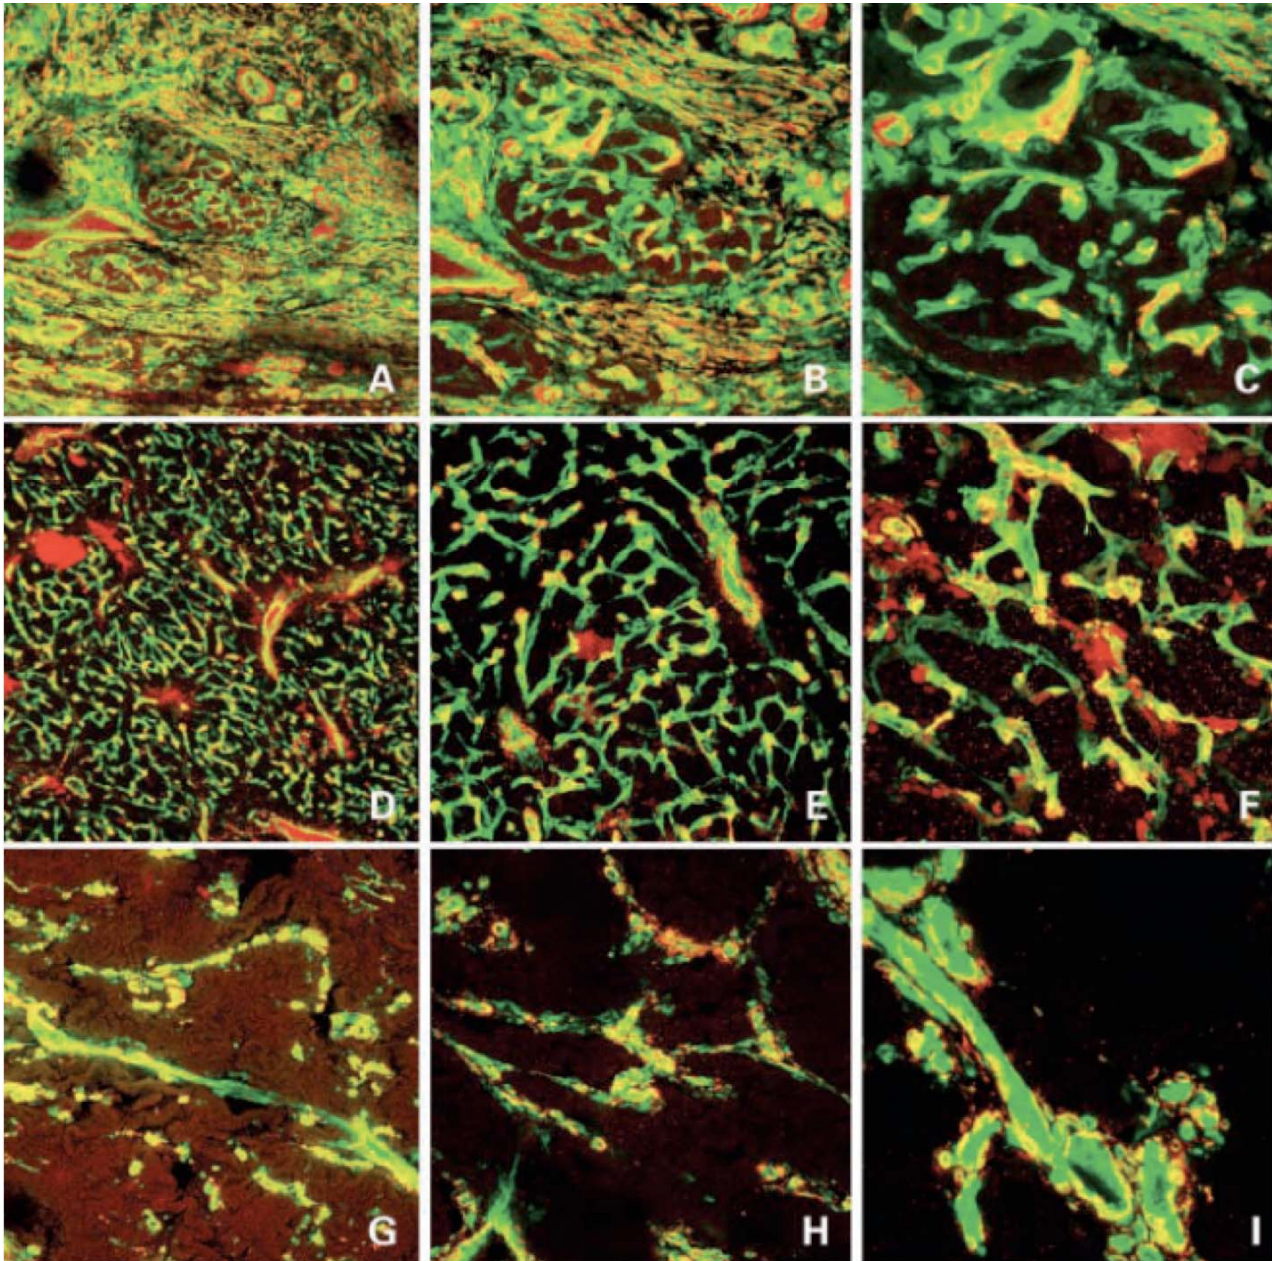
Normaler Gefäßnachweis der Langerhans-Insel. Gefäßdichte und -architektur bei PET. (Hohe Mikrogefäßdichte in D-F = mäßig differenziert; geringere Mikrogefäßdichte in G-I = schlecht differenziert). Geringe Vergrößerung in A, D, G; mittlere in B, E, H und hohe Vergrößerung in C, F, I. Immunfluoreszenzuntersuchung mit CD 34 (rot) und α -SMA (grün).
